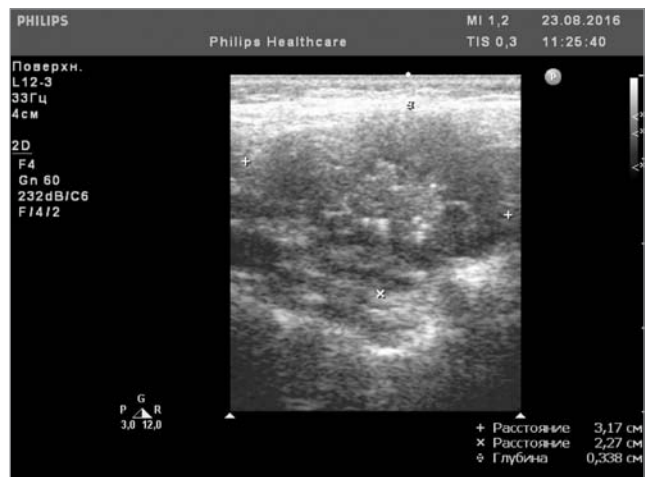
УЗИ инфильтрата шеи ребёнка К. от 23.08.16г.
